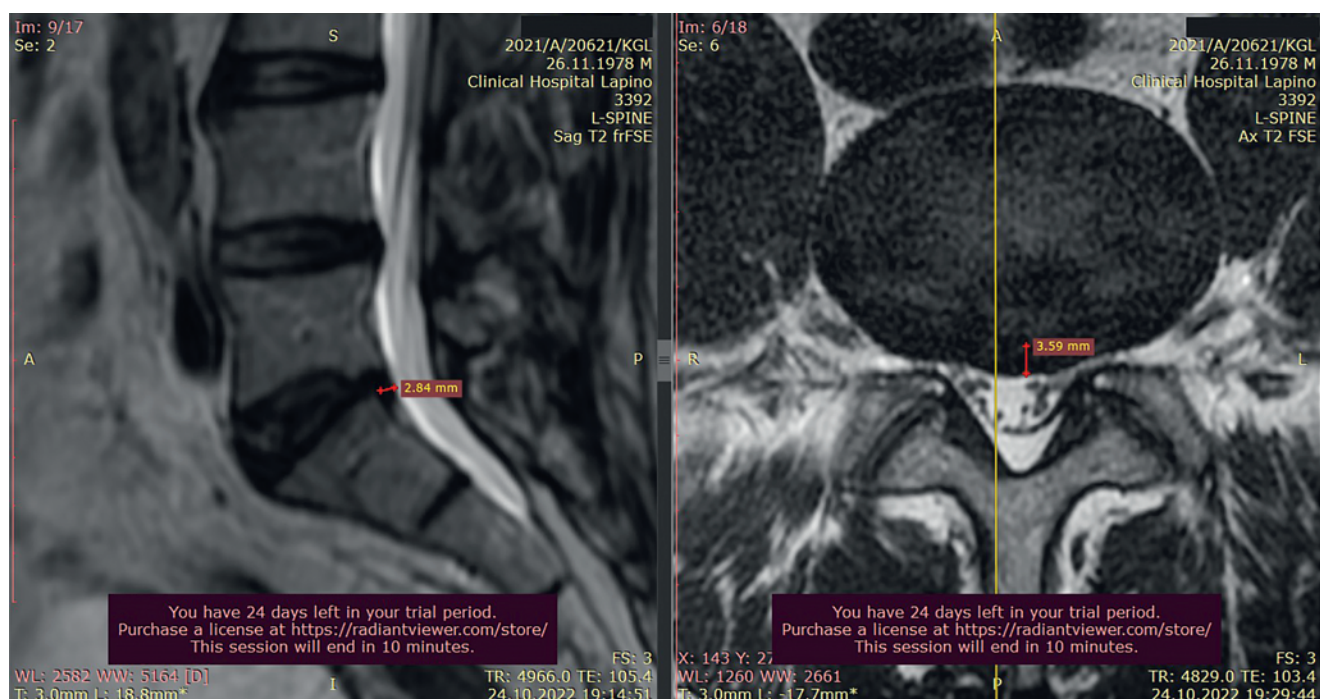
Магнитно-резонансные томограммы пациента И. 24.10.2022: А) саггитальный срез, В) аксиальный срез на уровне межпозвонкового диска L_5-S_1
